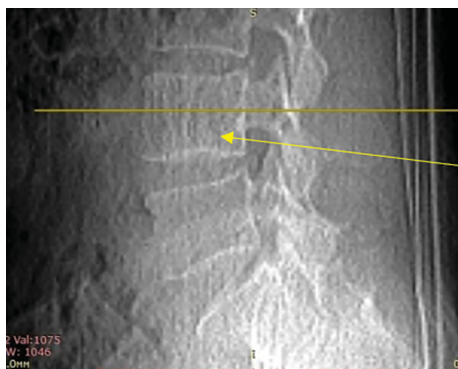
Поясничный отдел позвоночника. Рентгенограмма в боковой проекции. На фоне повышенной прозрачности костной ткани тела L4 позвонка (желтая стрелка) определяются утолщенные, продольно ориентированные костные балки (симптом «вельветовой ткани»)
